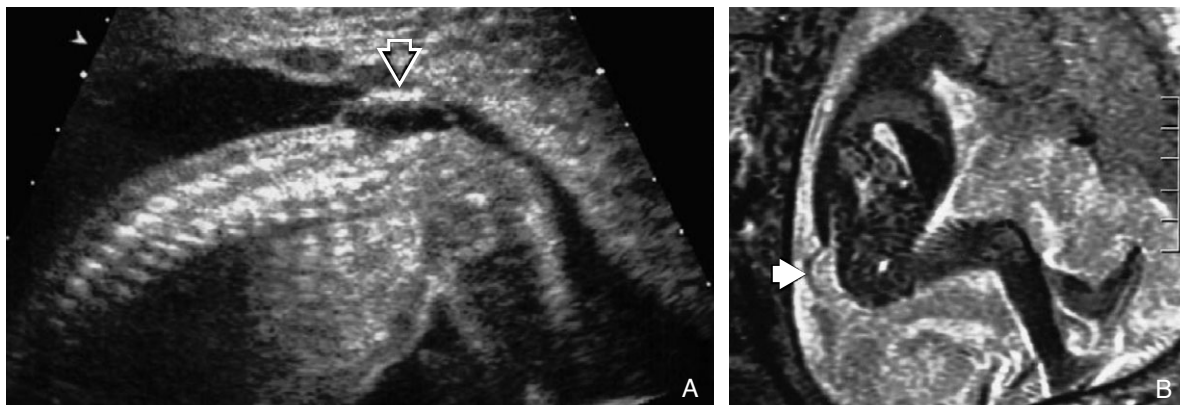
Fetal sonography (left) and fetal MRI (right) showing myelomeningocele at post gestation 22wks.
